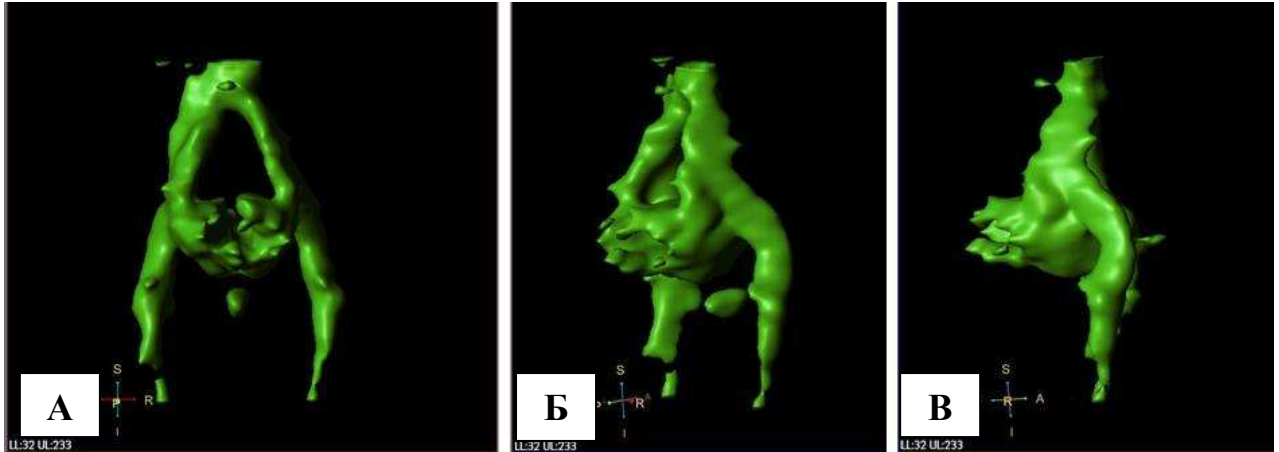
Радионуклидная томограмма пациентки с ВБТ, 3-D реконструкция: передняя (А), переднебоковая (Б) и боковая (В) проекции.
